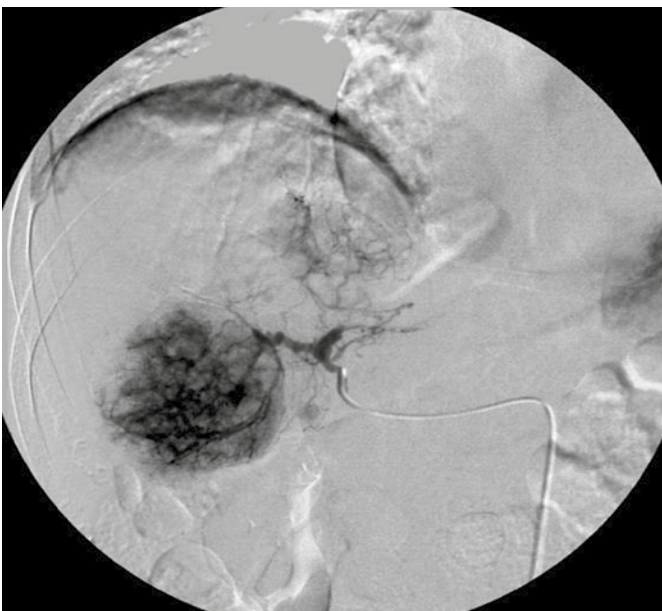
Röntgenaufnahme während der Embolisierung eines Lebertumors: Gut zu erkennen ist die Schwärzung im Bereich vieler, übereinanderliegender, kleinster Tumorgefäße, die mit dem röntgendichten = schwarz) Embolisat gefüllt sind (Bogen oben = Zwerchfell).
